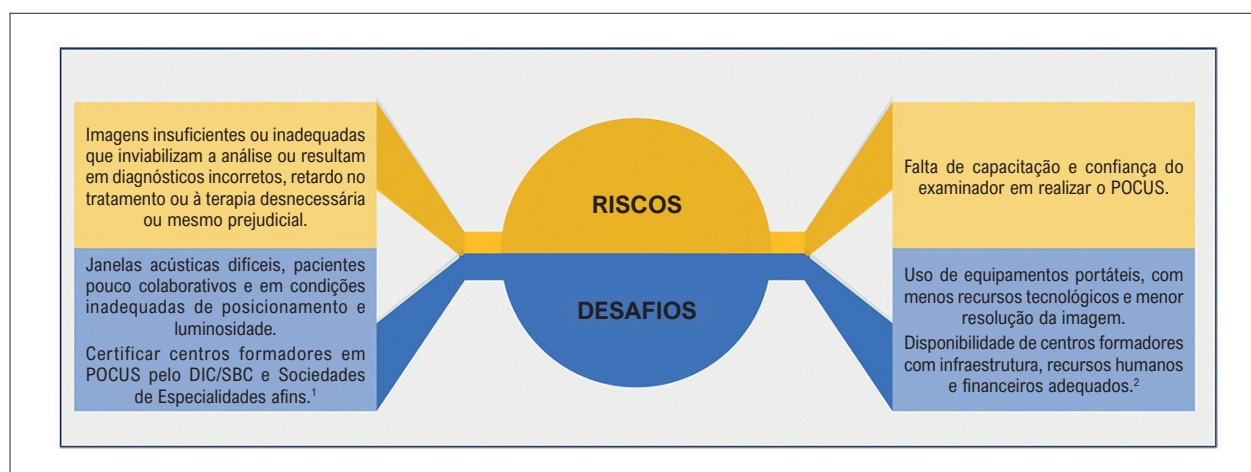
Riscos e desafios envolvidos no POCUS. O campo de ação do POCUS vai além da avaliação cardíaca e pode exigir parcerias com outros especialistas, além do ecocardiografista, tais como angiologista, radiologista, intensivista ou cardiologista pediátrico.¹ Até o momento, não há previsão de reembolso para o POCUS nem verbas de fomento financeiro do centro formador.²
